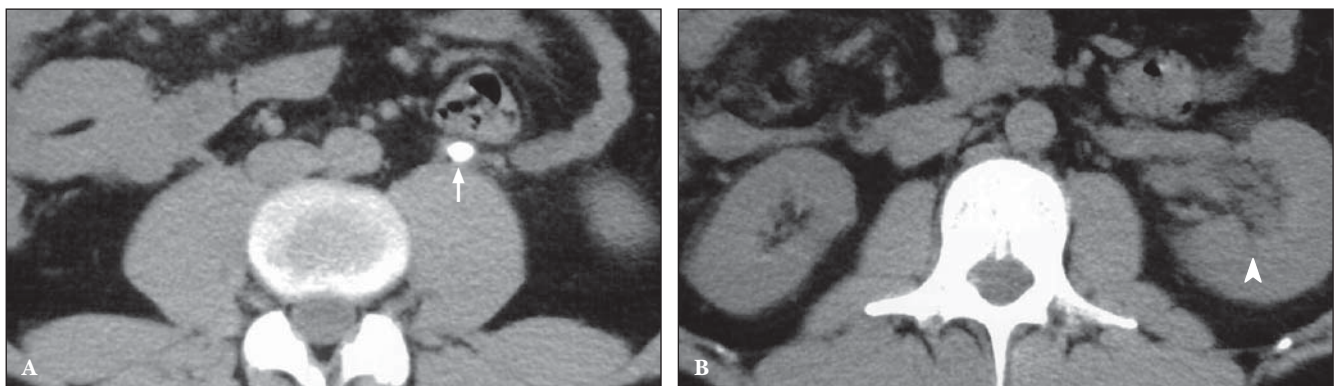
Dilatação do sistema coletor. Cortes axiais de TC sem contraste. (A) Hidronefrose moderada de paciente com cálculo na junção ureterovesical esquerda (seta). (B) Paciente com rim em ferradura e cálculo na junção ureterovesical esquerda de 3 mm, que promoveu moderada dilatação ureteral (seta).
